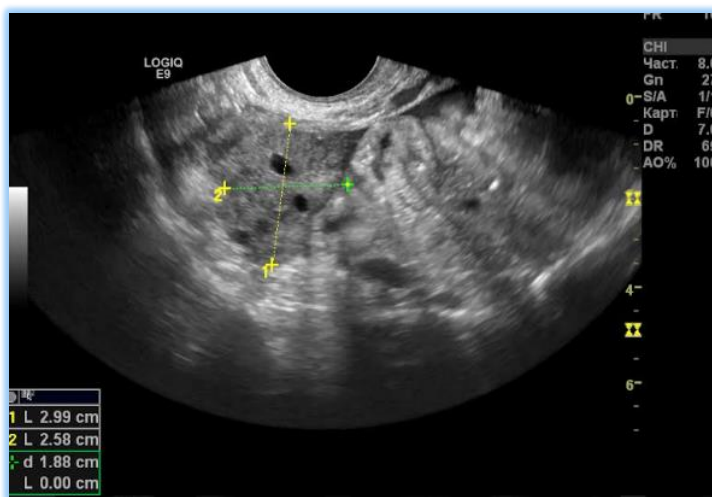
2D-УЗИ: в структуре яичника визуализируются единичные деформированные фолликулы.
